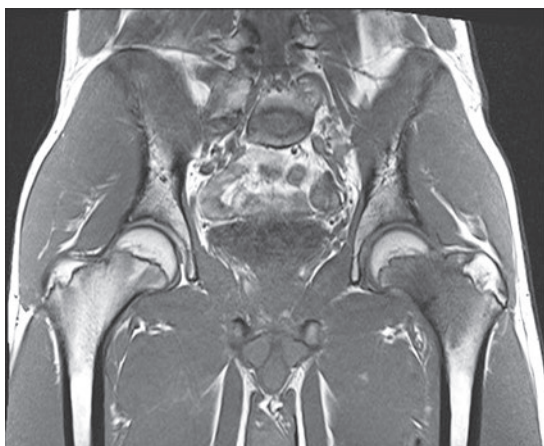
発症2週 股関節単純MRI, T1強調正面像
